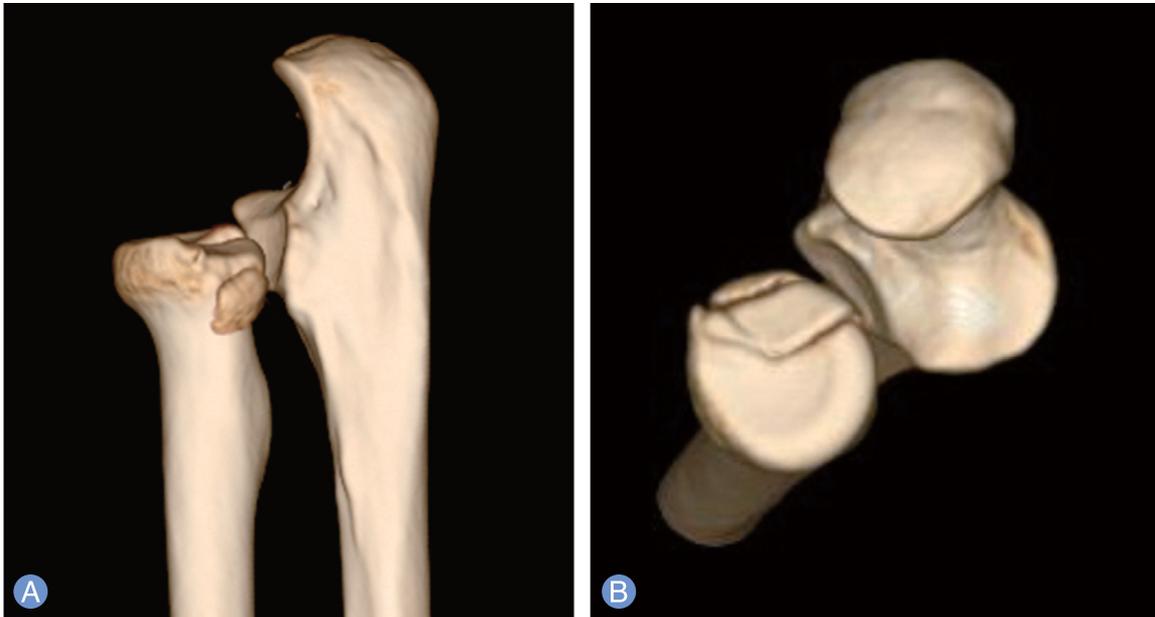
(A, B) Preoperative 3-dimensional computed tomography image shows radial head fracture and comminuted fragment, which displaced posteriorly and distally, and anterior subluxation of radial head.
